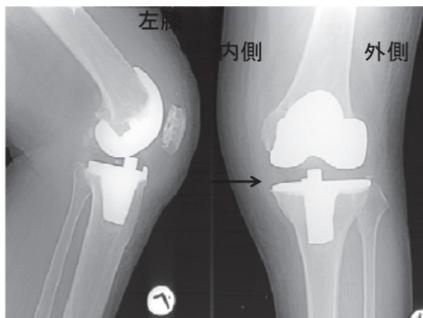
左膝人工関節置換術の手術後の単純X線像です。白い塊に見える部分は金属で、大腿骨と脛骨にしっかりと固定されています。矢印の部分の隙間には、プラスチックが入っていて、金属とプラスチックの間で膝が滑るように動く仕組みになっています。
